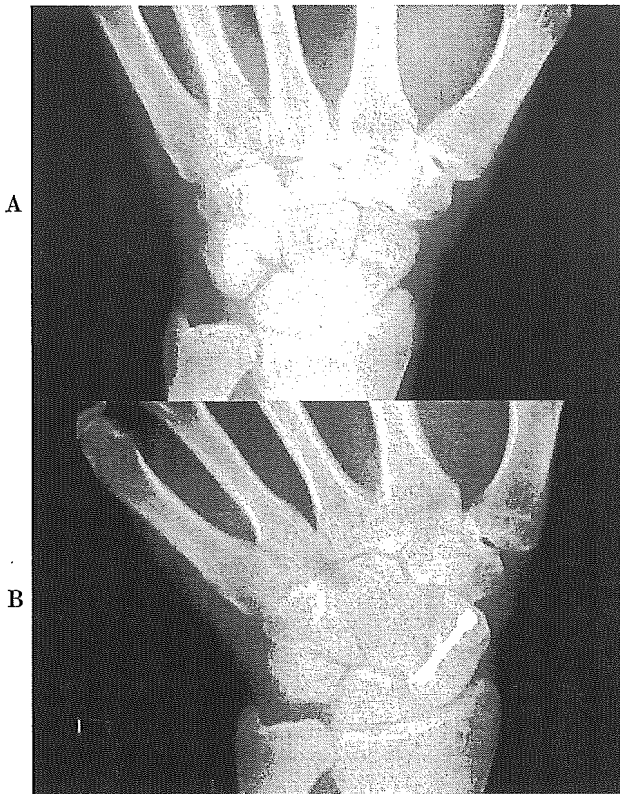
23歳男性，左舟状骨骨折，受傷後1週間。(A)術前X線正面写真。舟状骨体部骨折でほとんど転位はないが，Herbert分類でB2と言える。(B)術後1年後のX線正面写真。Herbert screw固定により骨癒合が得られている。
